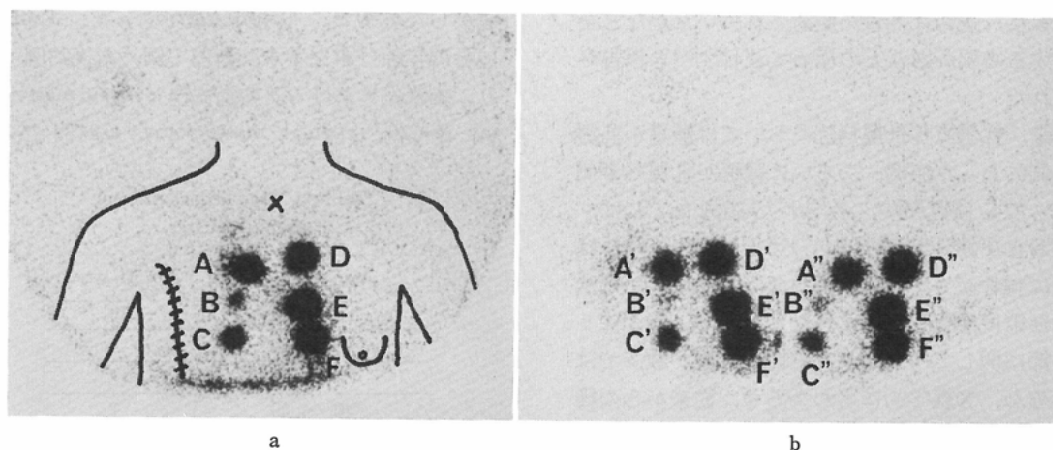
Parasternal lymphoscintigram from a 76-year-old post-mastectomy female with right breast cancer.
